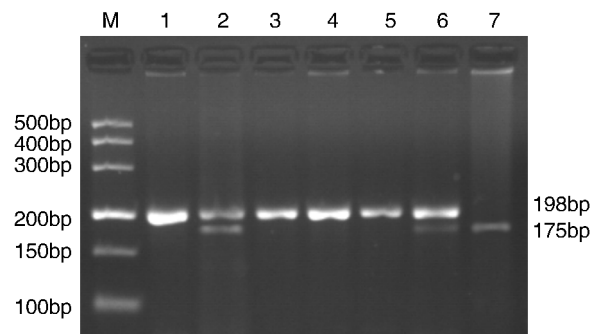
N5,N10-亚甲基四氢叶酸还原酶 C677T 基因酶切结果 1,3,4,5 为野生型 CC 纯合子, 2,6 为突变型 CT 杂合子, 7 为突变型 TT 纯合子。
